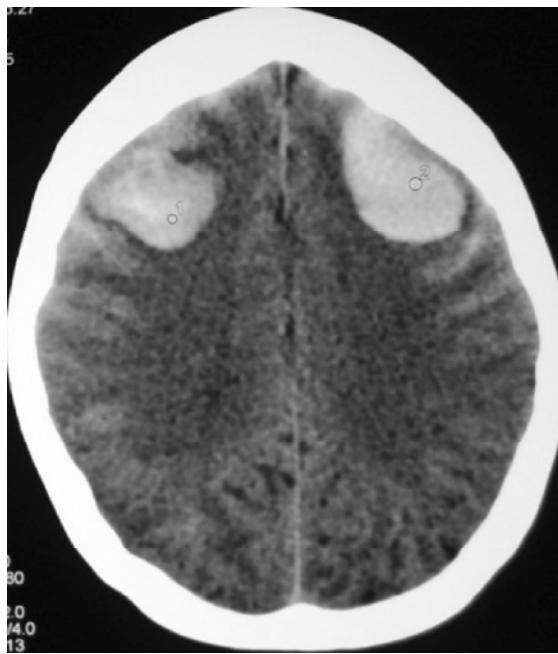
TC con contusión hemorrágica bifrontal.
